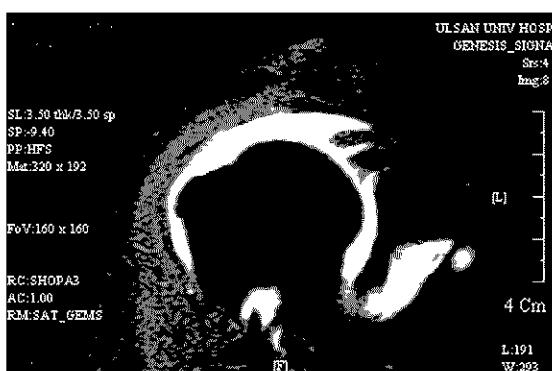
Preoperative MRI in the Rt shoulder demonstrates massive full-thickness tear of supraspinatus tendon, right and severe fatty atrophy.
